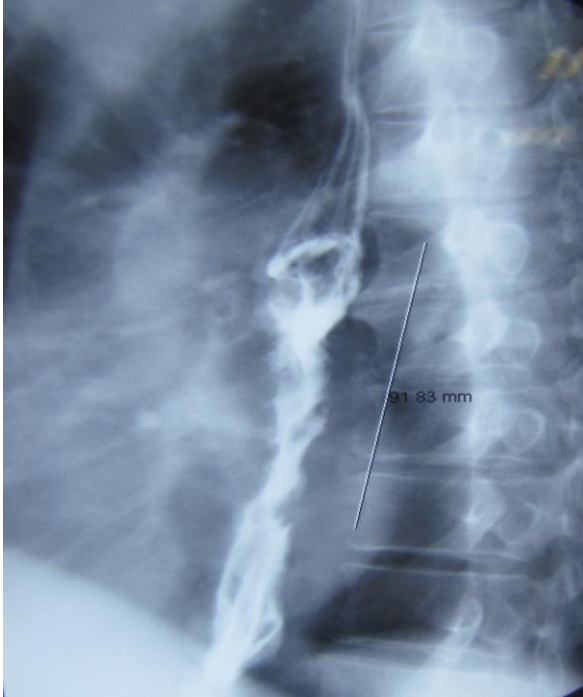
Рак среднегрудного отдела пищевода до НАБТ+ХТ (Рентгенография с BaSO₄)
